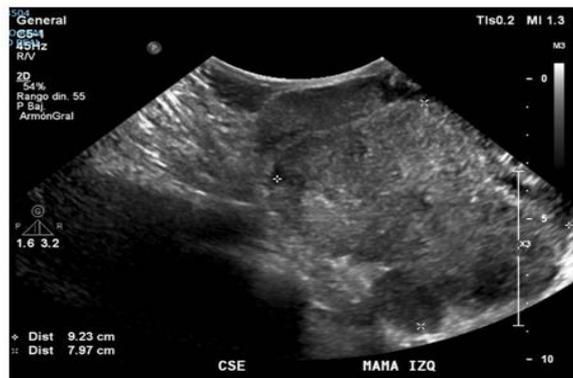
Ultrasonido mamario: Formación nodular hipocogica de bordes regulares y dimensiones de 92.3 × 79.7 mm.
